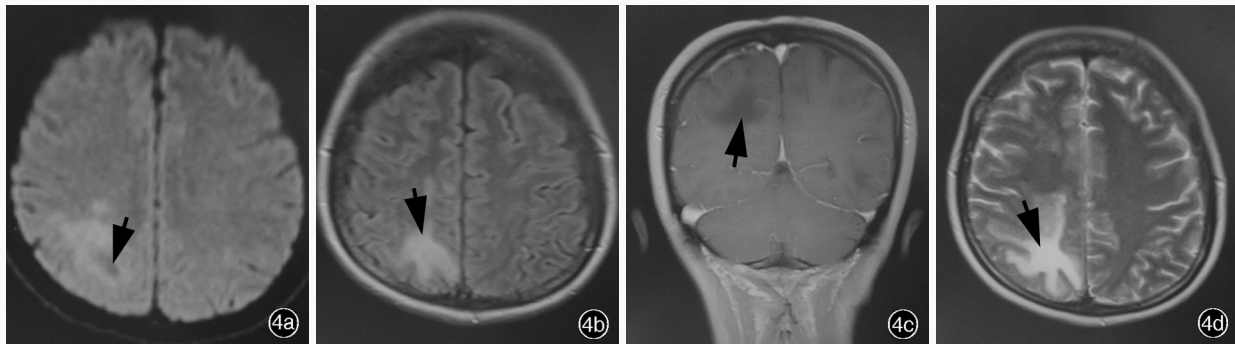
例4患者头部MRI检查所见 4a 横断面DWI(2012年2月19日)显示,右侧顶叶皮质下不规则病灶,病灶呈中心低信号、周围斑片状高信号(箭头所示) 4b 横断面FLAIR成像显示,右侧半卵圆中心斑片样异常高信号(箭头所示) 4c 冠状位增强T₁WI(2012年2月24日)显示,病灶无异常对比强化(箭头所示) 4d 横断面T₂WI(2012年3月8日)显示,右侧顶枕叶不规则斑片样异常高信号,病灶范围较前扩大(箭头所示)
